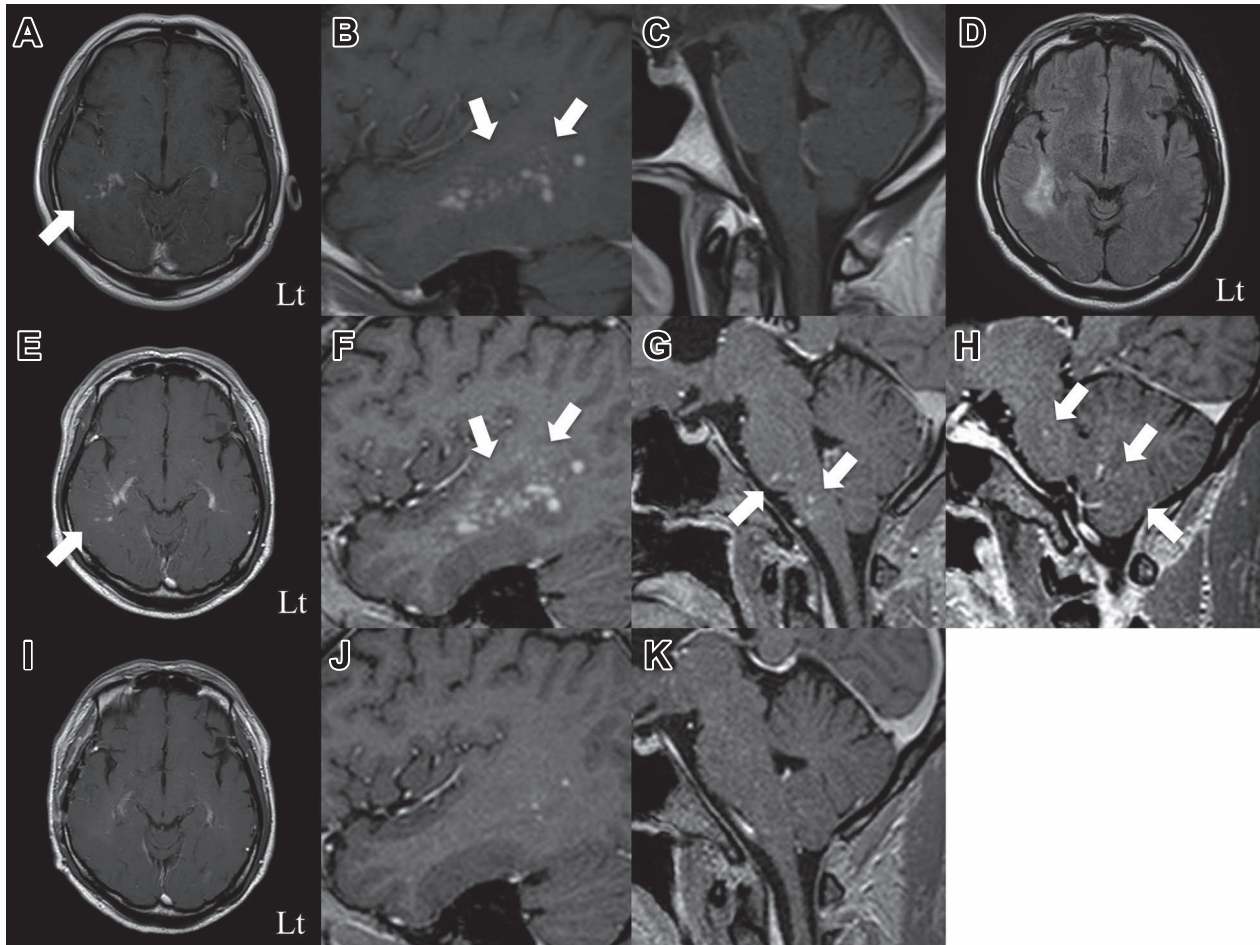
Brain MRI findings.
